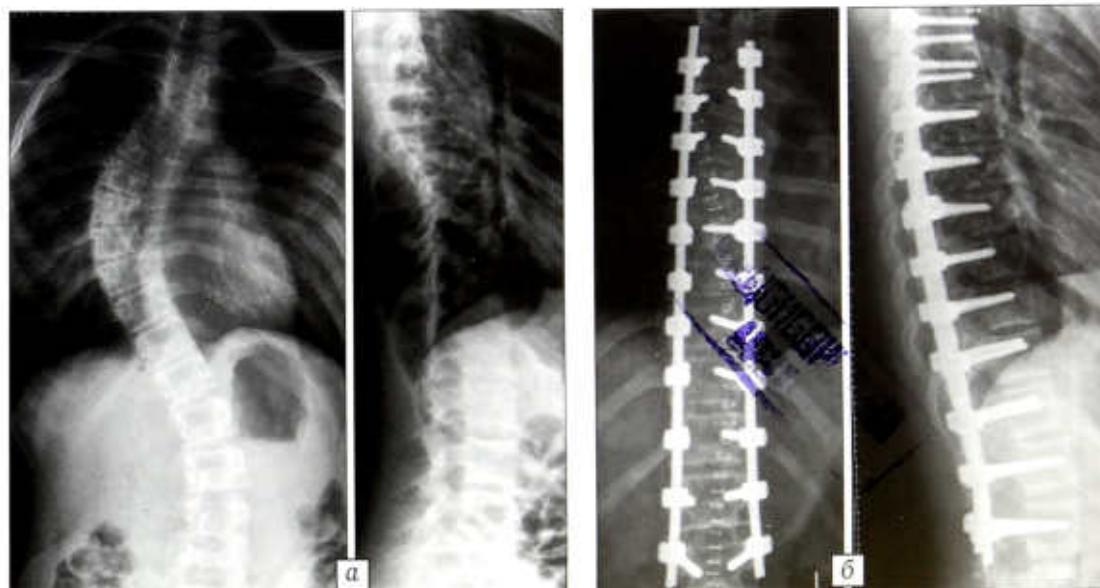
РентгеноGRAMМЫ больной М. 15 лет с идиопатическим право-сторонним грудным сколиозом IV степени до (а) и после (б) операции.
